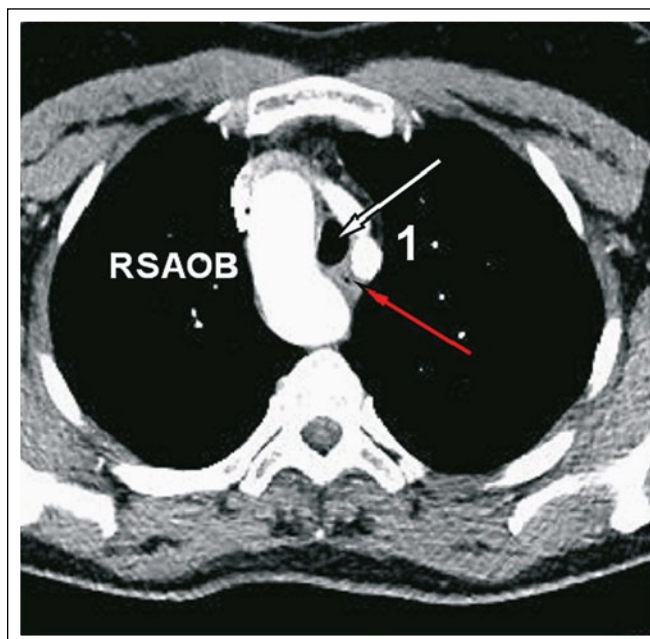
CT-Angiographie (axiale Schnittebene), Visualisierung der Kompression des Ösophagus (roter Pfeil) und der Trachea (weißer Pfeil) durch den RSAOB. Deutlich zu erkennen ist der linke Truncus brachiocephalicus (1).
